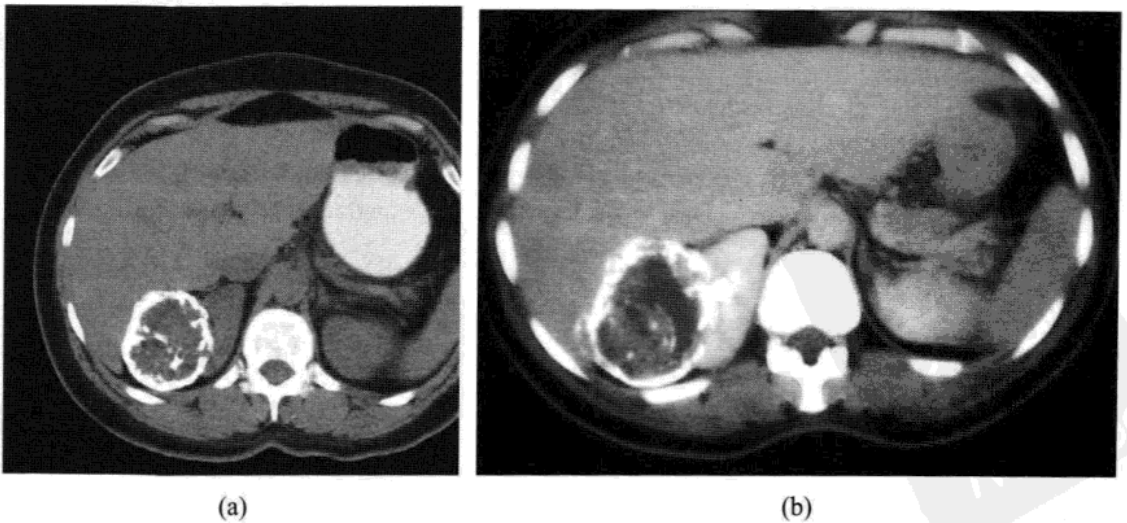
一例车祸外伤患者，CT 意外发现右肾一枚钙化肿块。(a) CT 平扫显示右肾上极一枚伴有环壁及内部钙化的肿瘤。(b) 对比增强后显示肿瘤内部没有强化。患者主诉数年前有棘球绦虫治疗史。结核，陈旧性血肿或化脓性感染也可产生相似的表现。而钙化性肾细胞癌一般会有部分强化。
